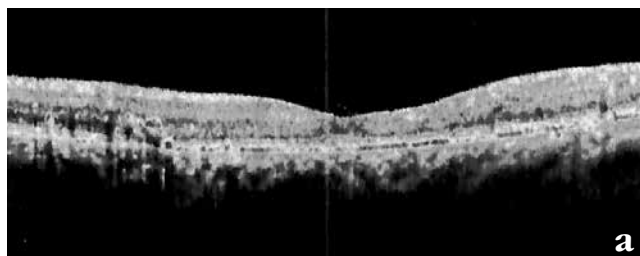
Томограмма сетчатки пациента К после ИВВ имплантата Озурдекс: а) через 4 мес.; б) через 5 мес.
